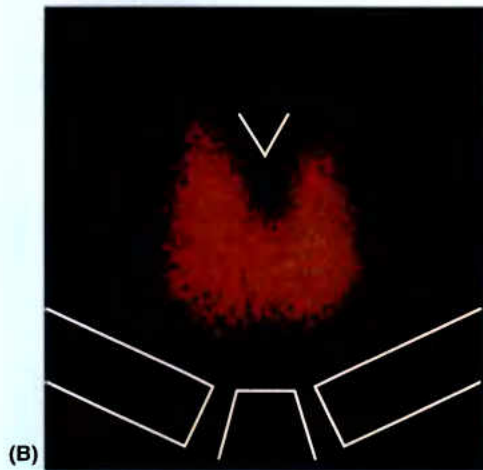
(suite) B. Cette scintigraphie montre une glande thyroïde augmentée de volume, de manière diffuse
